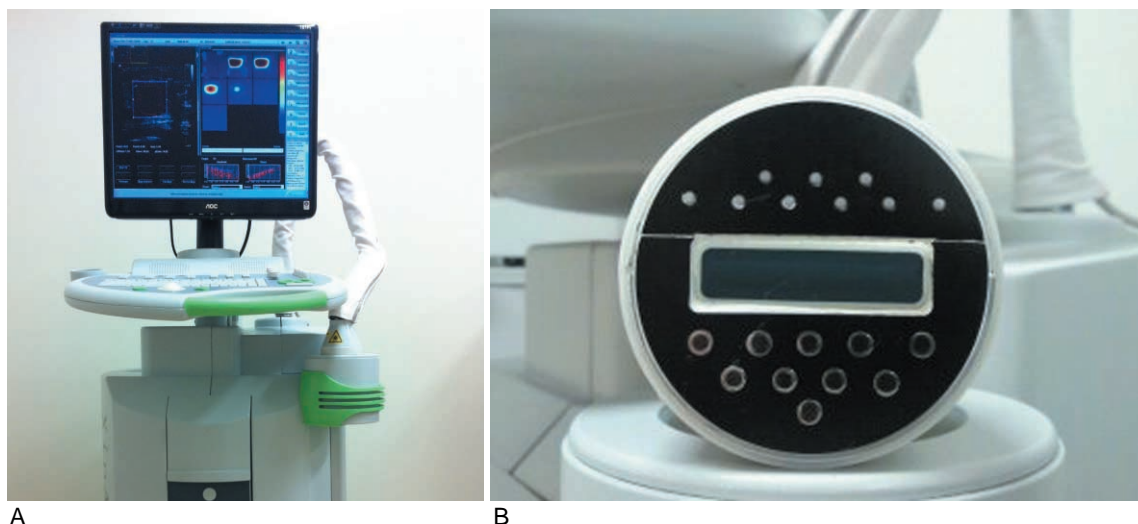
A. US-guided diffuse optical tomography equipment (XinaoMDT Technology Co., Ltd, China)
